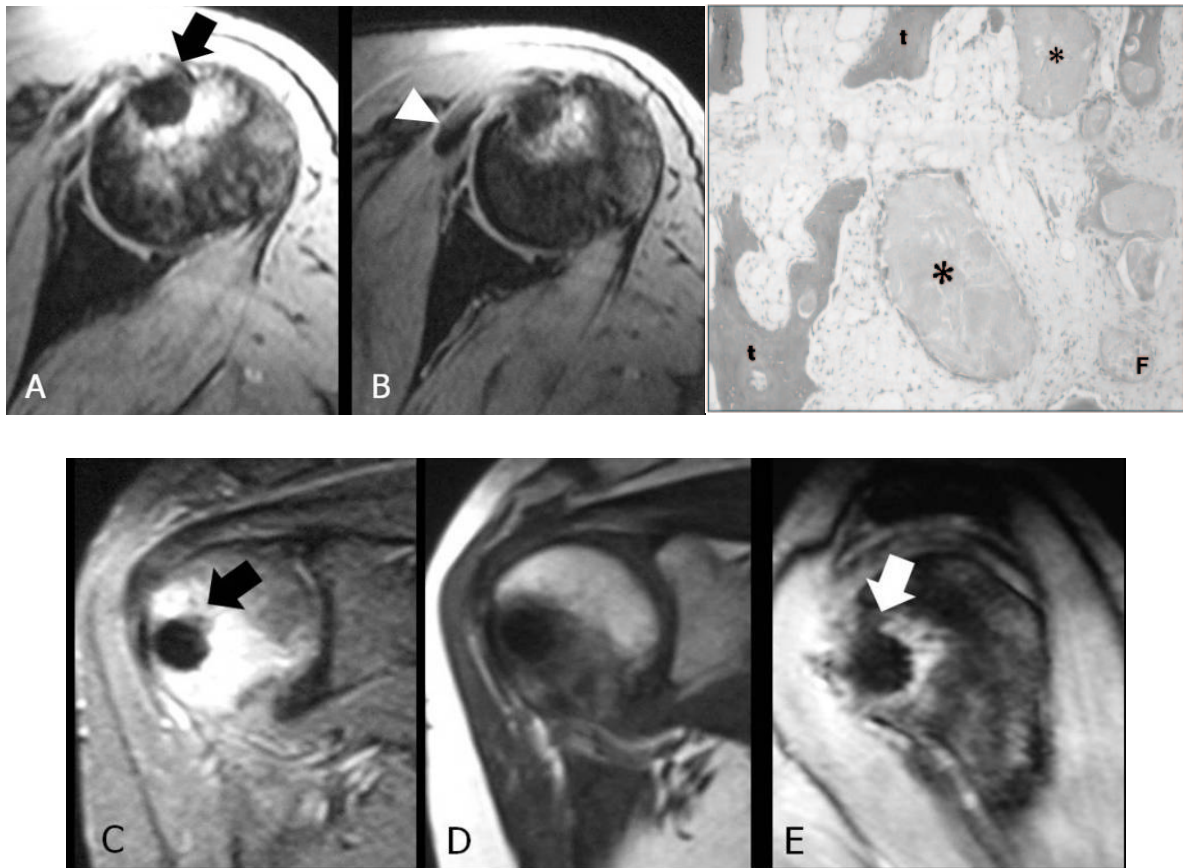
Resonancia magnética de hombro izquierdo del mismo paciente que la Figura 41, 3 meses antes de la TC. Imágenes (A-B) axiales en eco de gradiente, coronales en (C) T2 con saturación grasa y (D) T1, y (E) sagital en eco de gradiente. Lesión nodular con vacío de señal en la tuberosidad menor con discreto edema perilesional y erosión de la cortical (flechas gruesas). Cambios inflamatorios en el tendón subescapular. Imagen alargada hipointensa en el tendón que podría corresponder a la calcificación gruesa visualizada en la radiografía (puntas de flecha) (151). (F) Depósito de hidroxapatita cálcica (asterisco) rodeado por tejido fibrovascular y mixoide (reemplazando a la médula ósea) próximo a las trabéculas óseas (t) (H y E, x 200). Adaptado de Flemming DJ, *et al.* (34).
